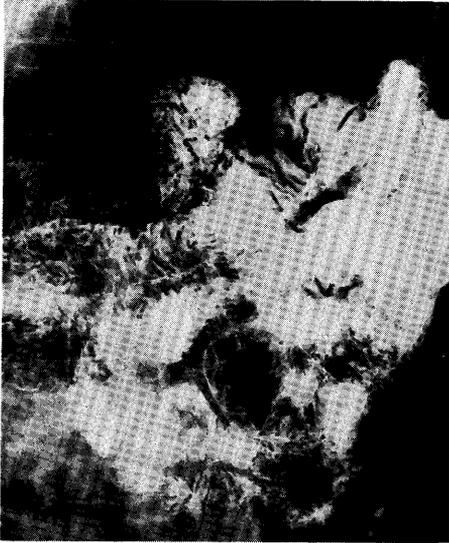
Radiograph demonstrating loss of normal transverse villi: irregular and longitudinal villi in the jejunum
